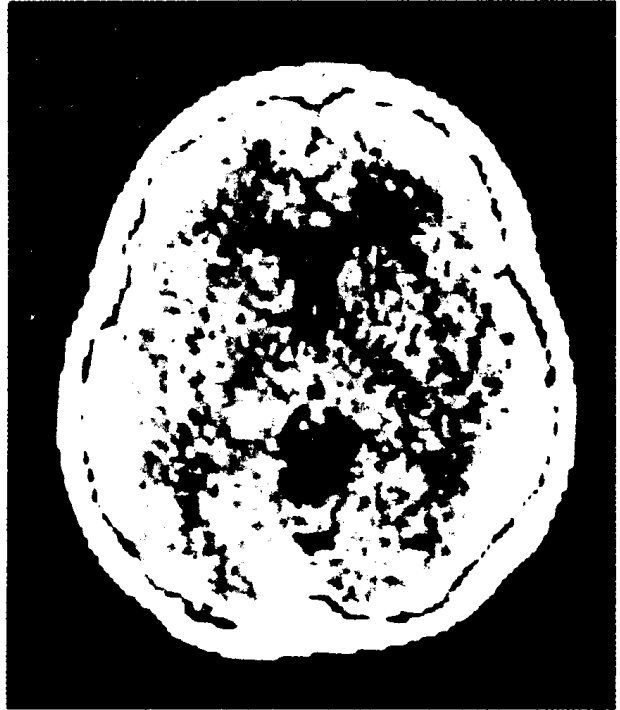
原发性小头的 CT 扫描,脑室系统无扩张
